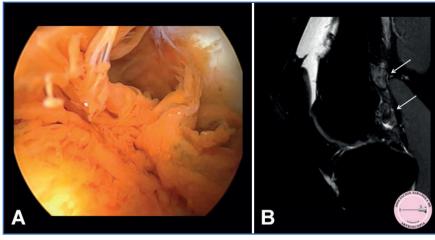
Sinovitis villonodular pigmentada difusa (SNVPD). La SNVPD se extiende por la mayor parte de la membrana sinovial (A) y para su diagnóstico la resonancia magnética es de gran utilidad, presentando áreas de engrosamiento sinovial de tipo difuso y heterogéneo (flechas) (B).
